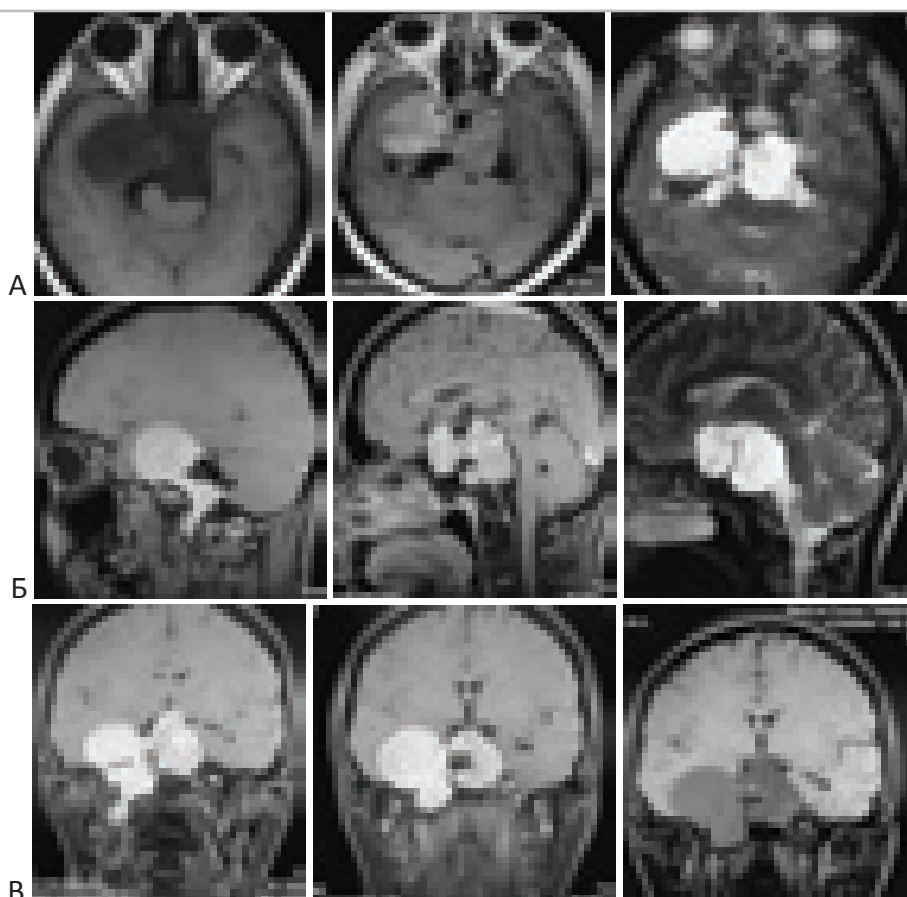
МРТ больной с хордомой селлярной области. Больная М-ва 37 лет. “А” – аксиальные T1-взвешенные МРТ без контраста и с контрастом, T2-взвешенная МРТ. “Б” – сагиттальные T1-взвешенные МРТ с контрастом, T1-взвешенная МРТ. “В” – фронтальные МРТ в T2 режиме с контрастным усилением. Опухоль гомогенной структуры. Можно предположить мягкотканную структуру.
